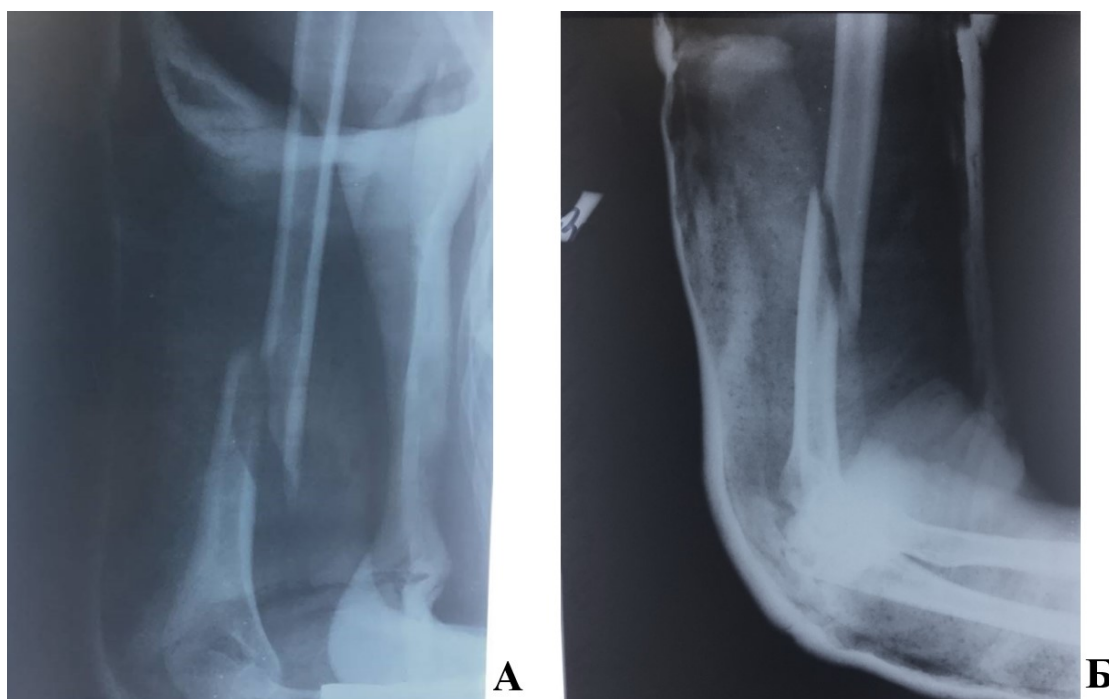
Первичные рентгенограммы пациентки С., 25 лет, и/б 14823-14. А – прямая проекция, Б – боковая проекция. Определяется винтообразный перелом нижней трети диафиза правой плечевой кости (АО 12-А1) со смещением отломков
